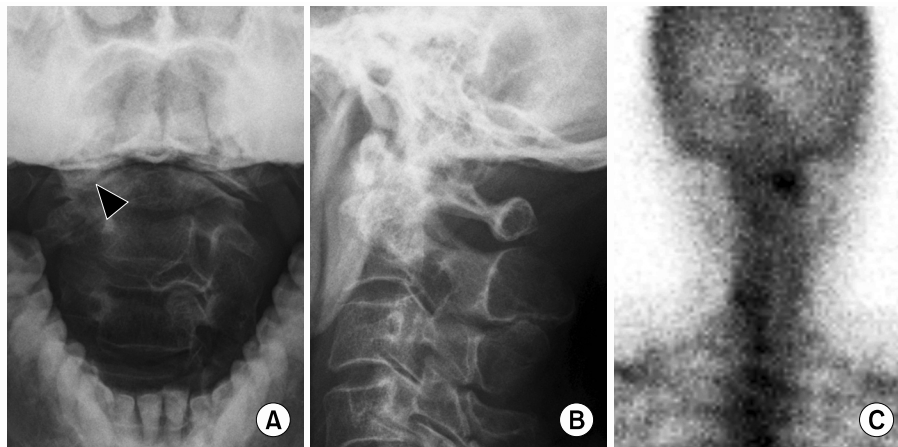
Preoperative radiographs (A, B) and a bone scan image (C) are shown.
